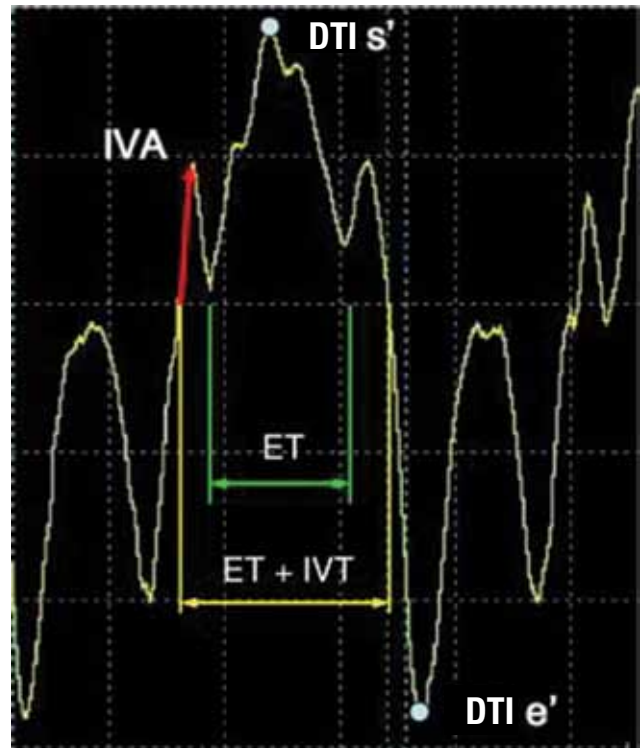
Curva de velocidad derivada del Doppler tisular color. Línea gris mide la velocidad pico de contracción sistólica. Línea roja refleja la aceleración isovolumétrica (IVA). El índice de performance miocárdico fue calculado desde el tiempo isovolumétrico (IVT) / el tiempo de eyección (ET). DTI: Doppler tisular. Modificado de Jon M. Appel y col. 2011.
